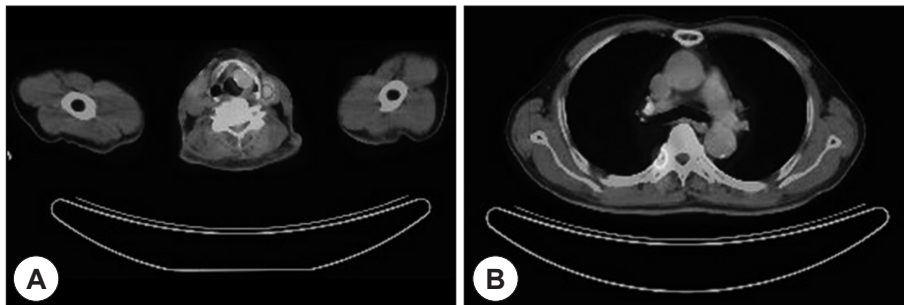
PET CT . Images showed an about 1.9×2.3×2.7cm sized mass with increased FDG uptake(mSUV of 11.0) at left supraglottis and left vocal cord, suggesting supraglottic cancer and an enlarged LN with increased FDG uptake(mSUV of 7.2) at left level III, suggesting LN metastasis.
